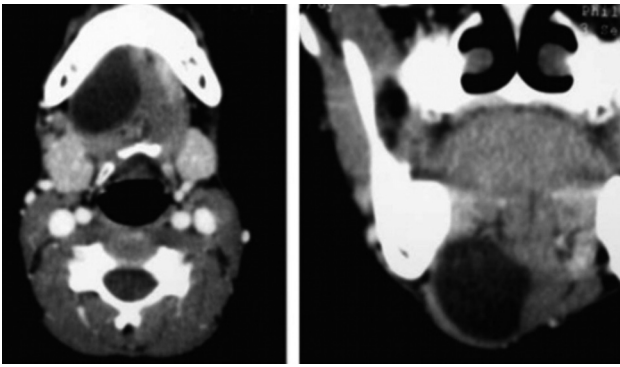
TAC: Imagen en espacio sublingual derecho.
